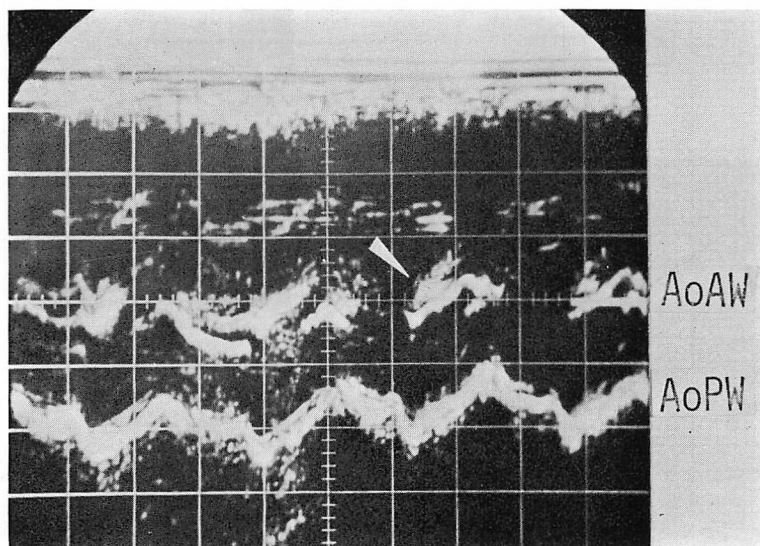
The echocardiogram of Case 2 (type I<sub>VSD</sub>; 9-8-'78).
